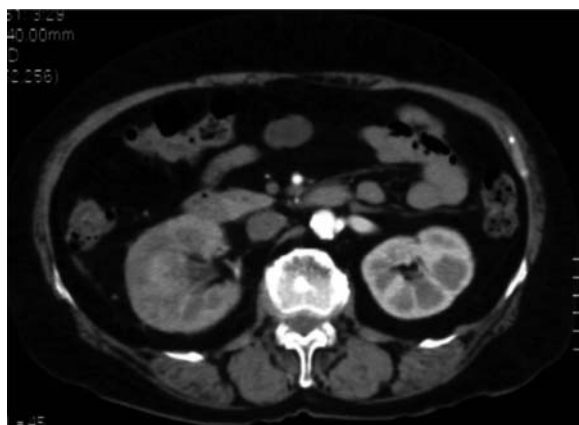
Case 2: Enhanced abdominal CT scan revealed an irregular and enhanced tumorous lesion inside the right kidney.
